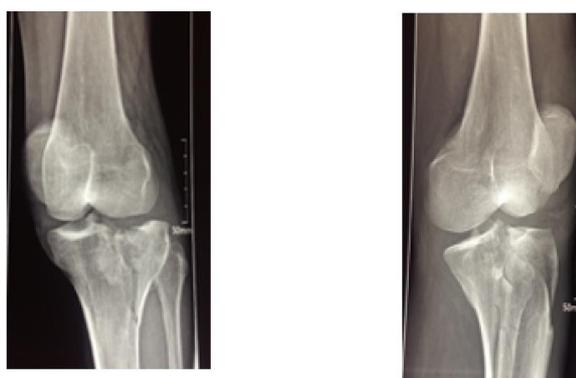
Radiographie standard du genou ¾ Interne et ¾ Externe montrant une fracture séparation enfoncement du plateau tibial latéral.
